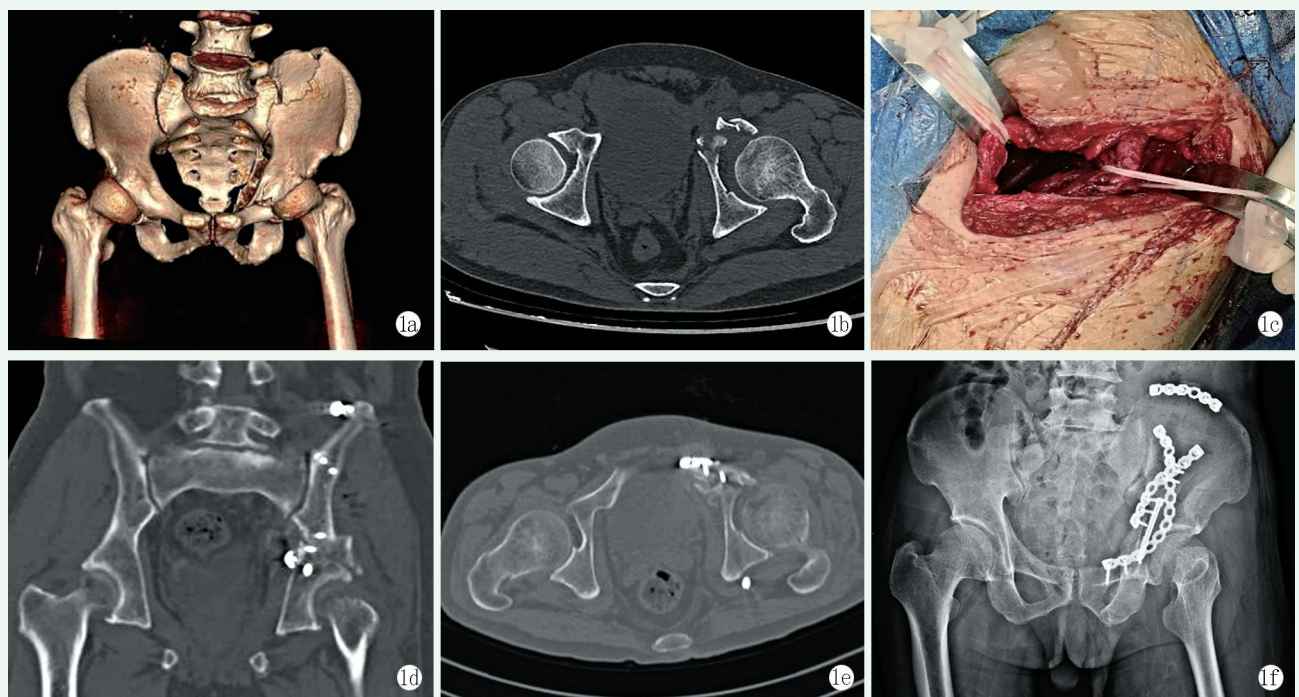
患者，男，55岁 1a: 术前骨盆三维CT示左侧髌臼前柱和后柱均骨折 1b: 术前骨盆横断位CT示左侧髌臼骨折 1c: 术中切口示左侧橡皮条牵引精索，右侧橡皮条牵引髂外血管，两者之间为第3窗口 1d: 术后骨盆三维CT冠状位成像示骨折解剖复位，螺钉未穿透髌关节 1e: 术后骨盆三维CT横断位成像示骨折解剖复位，螺钉未穿透髌关节 1f: 术后骨盆正位成像示真骨盆缘上方使用钢板固定，后柱使用内髌坐钢板和顺行后柱拉力螺钉固定
